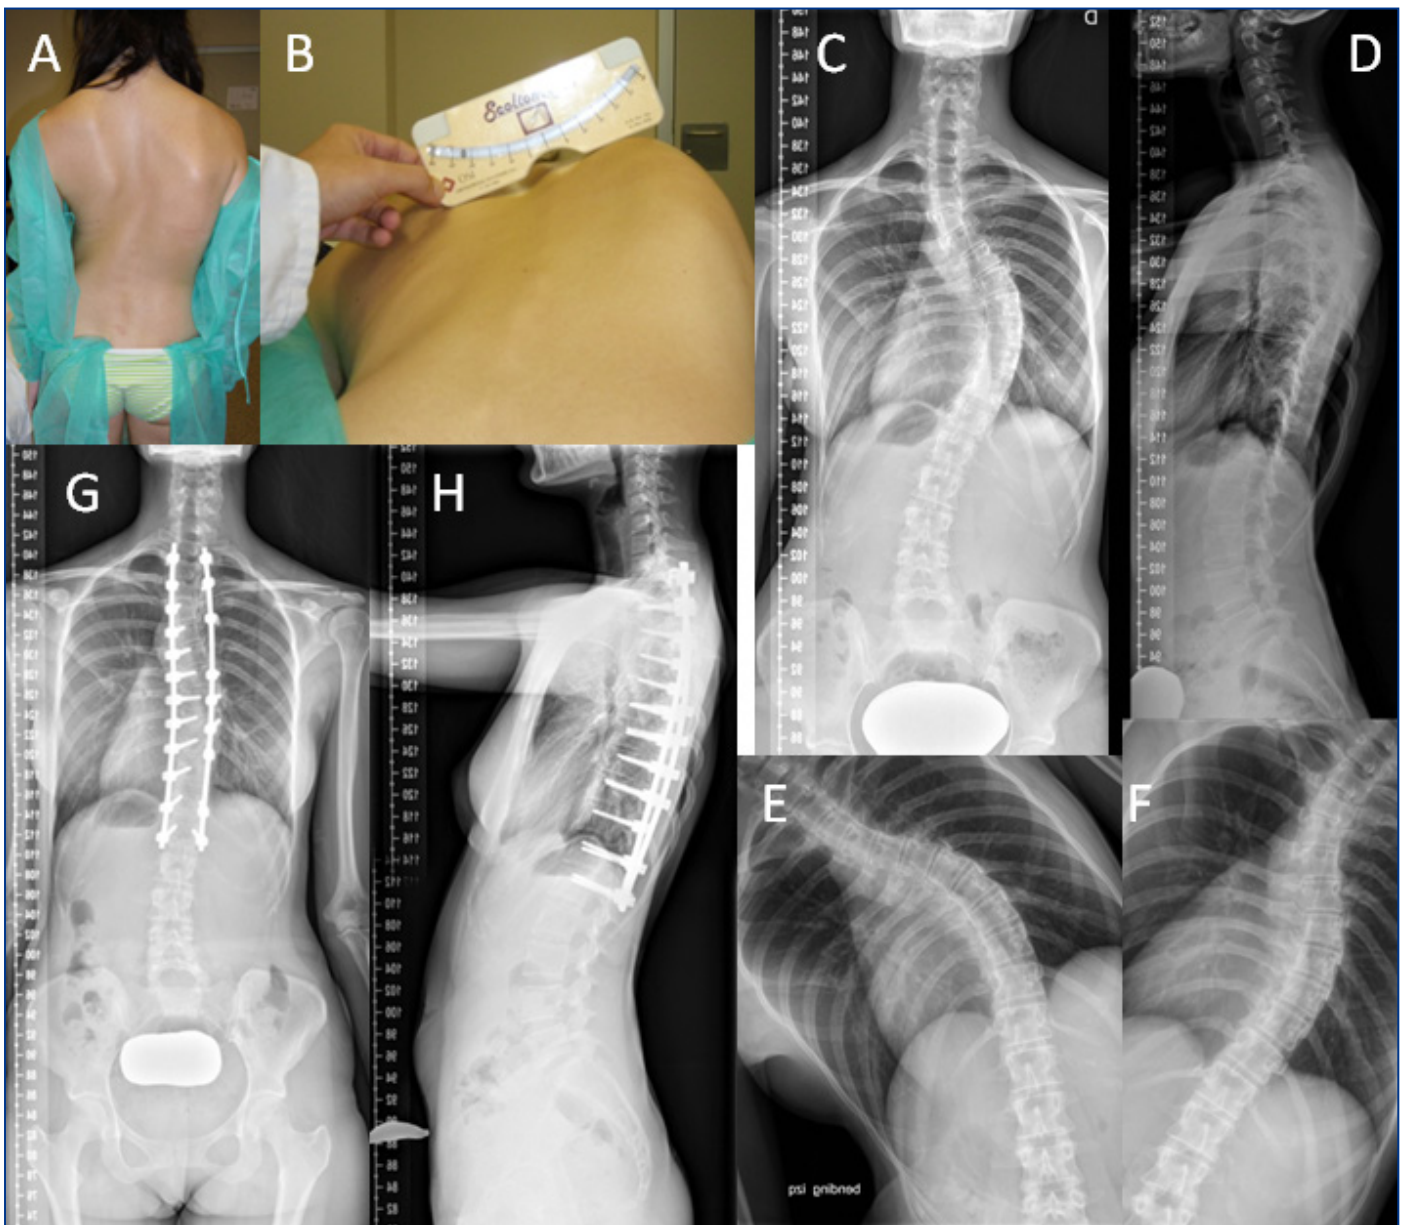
Mujer de 21 años con escoliosis idiopática del adolescente en progresión A) Visión dorsal: raquis desequilibrado hacia la izquierda con hombro izquierdo elevado, curva derecha con asimetría de pliegue del talle izquierdo. B) Test de Adams y medición de la rotación vertebral con escoliómetro. C) Radiografía posteroanterior: curva torácica proximal T2-T6 de 42°, curva torácica principal T6-T12 de 64° y curva lumbar T12-L4 de 20°. D) Radiografía lateral: cifosis T5-T12 de 18° E) Radiografía que muestra el bending izquierdo: la curva T2-T6 tiene un ángulo de Cobb de 24° por lo que se define como flexible o no estructurada, la curva T12-L4 mide 18°, no estructurada F) Radiografía que muestra bending derecho: la curva T6-T12 mide 34°, estructurada G) y H) Radiografías posteroanterior y lateral: instrumentación posterior con fusión mediante tornillos pediculares de T2 a L1.
